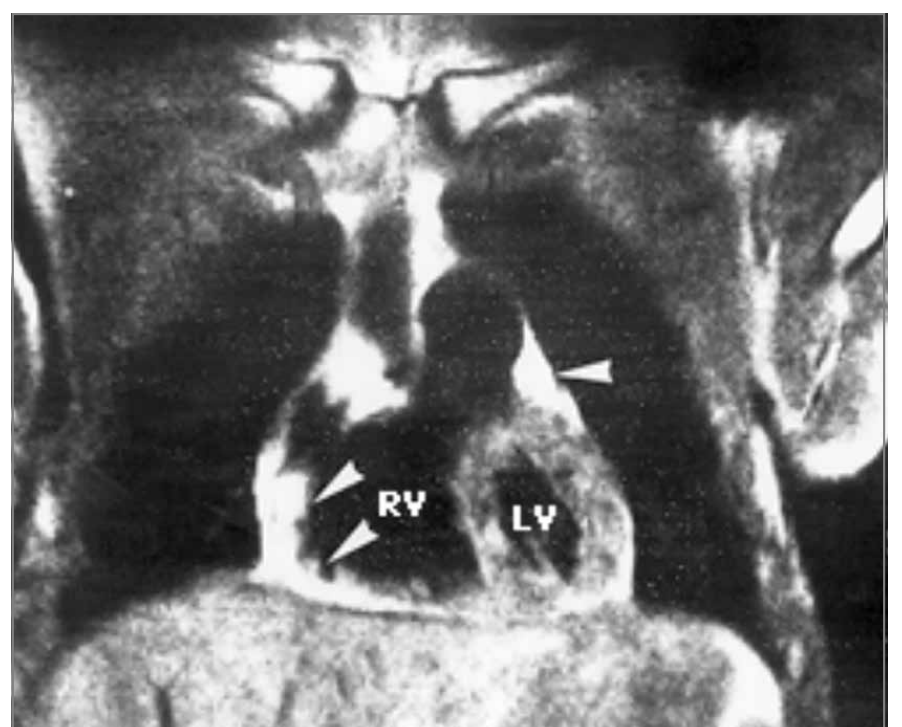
RM na displasia de VD. Observe o aspecto de uma infiltração gordurosa no miocárdio do VD (seta dupla), igual a observada no sulco AV de pessoas normais (seta única).
